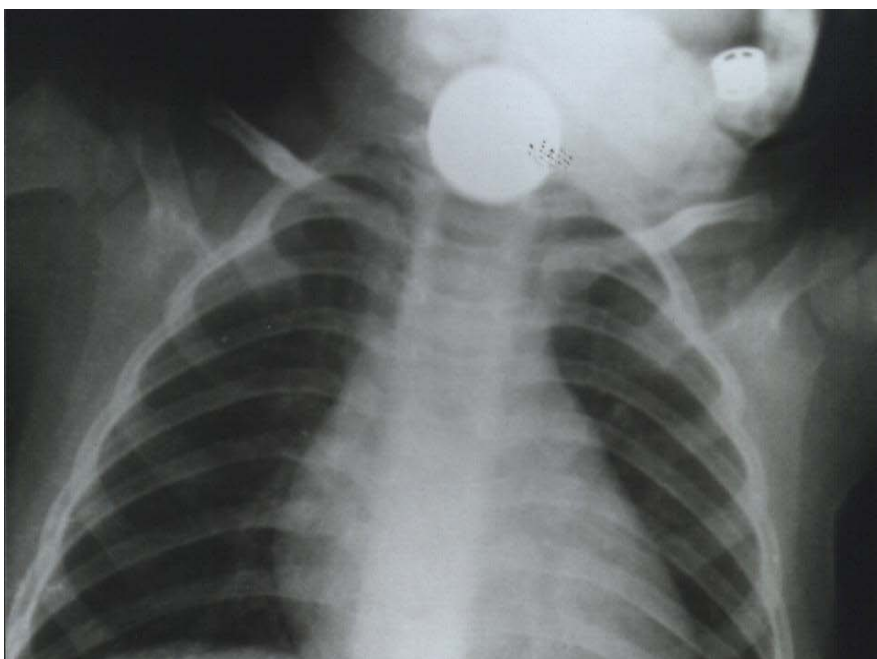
Radiographie thoracique de face montrant une pièce de monnaie au niveau de la bouche l'oesophage chez un garçon de 18 mois.
